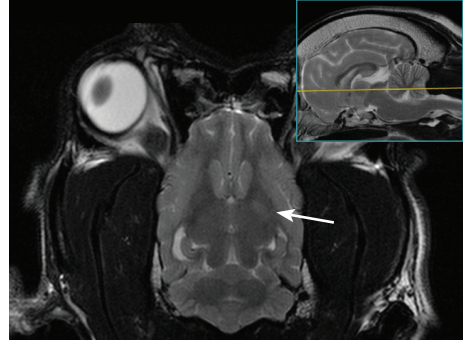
RM. Encéfalo. Plano dorsal. Imagen T2.
